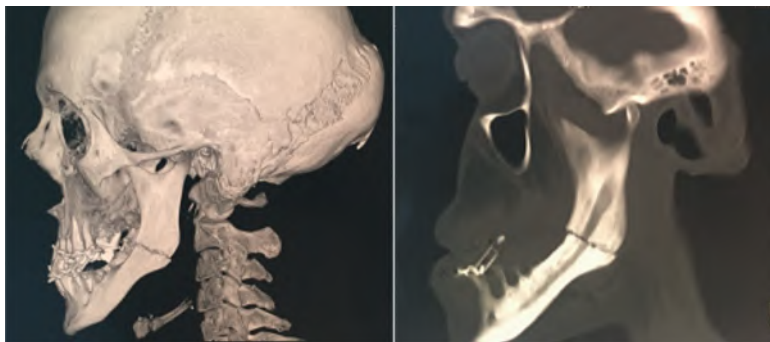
Мультиспиральная компьютерная томограмма пациента с переломом нижней челюсти в области угла слева со смещением фрагментов.
